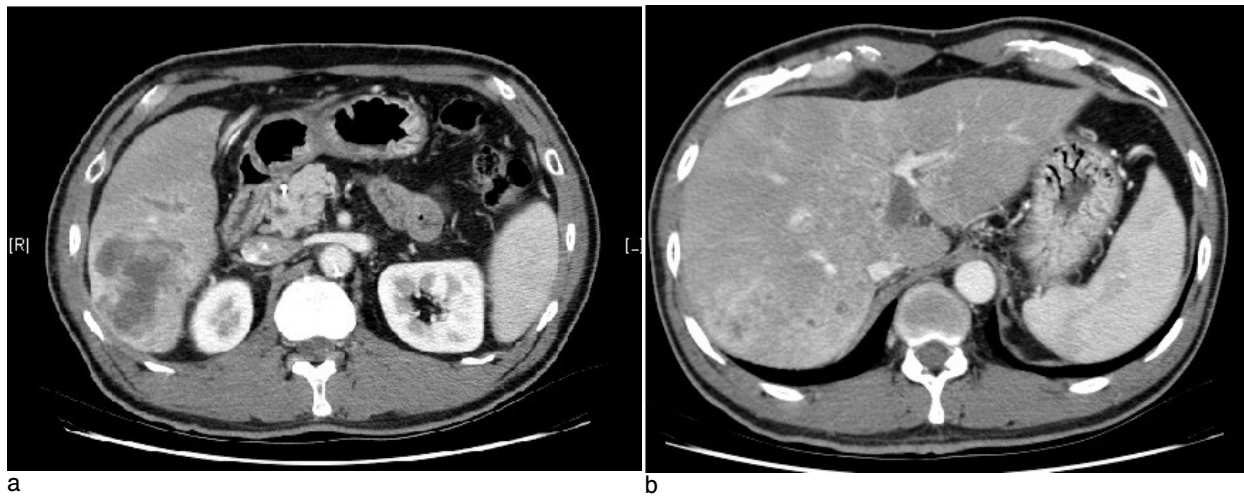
1 month after CCRT, abdominal CT scan indicates that multinodular HCC in right lobe shows marked decrease in size (a) and portal vein tumor thrombosis is decreased (b).
